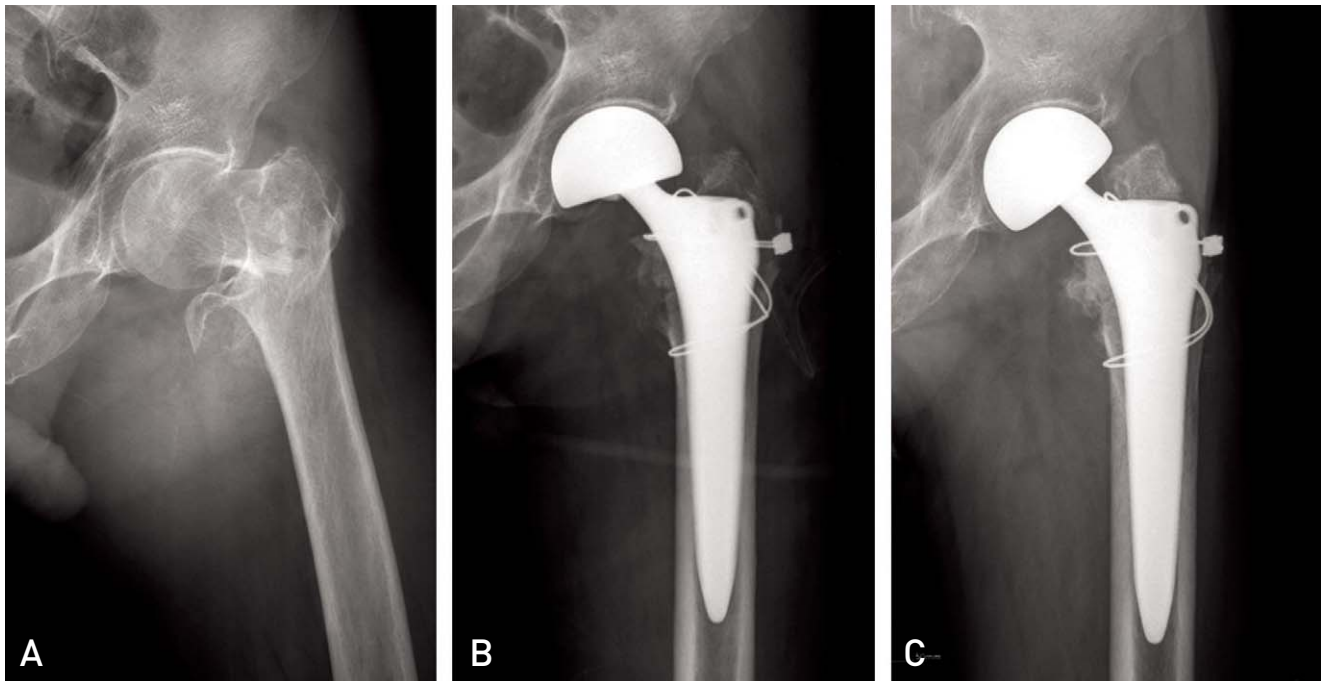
(A) A 83-year-old man patient had a A2 type intertrochanteric fracture. (B) The postoperative radiograph shows a good diaphyseal canal fit and wiring. (C) At postoperative 24 months, the radiograph shows stable fixation of the femoral stem.
